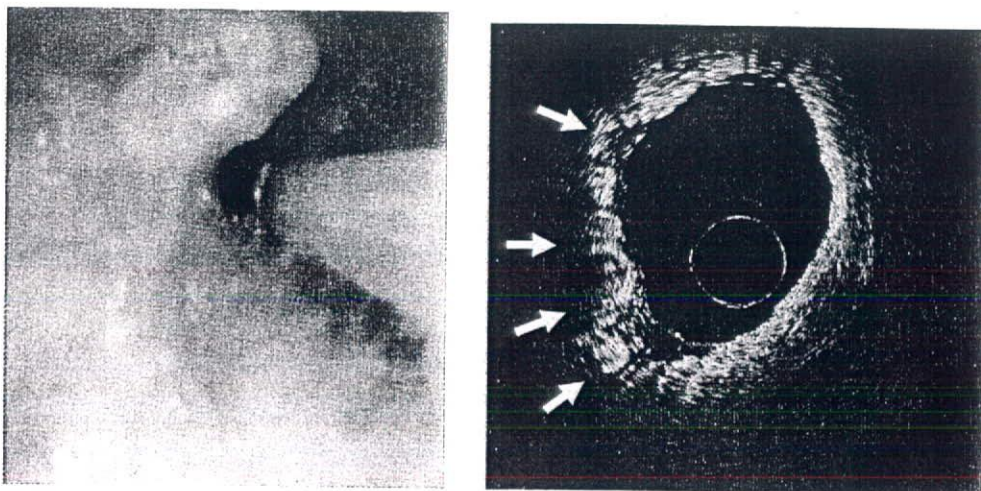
Optical coherent tomography : OCT image of early hilar type lung cancer.
